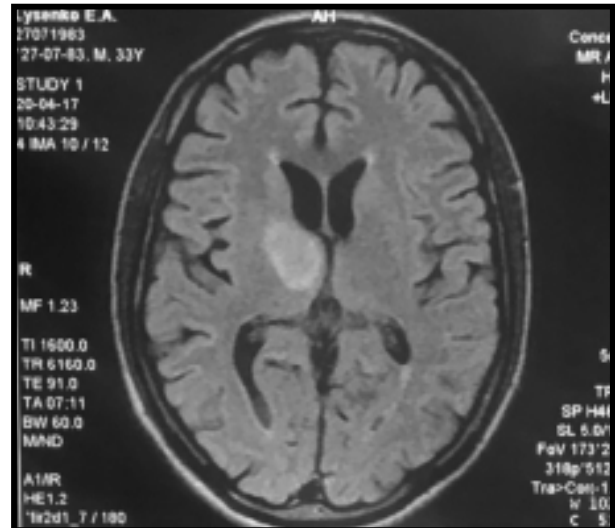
МРТ головного мозга больного Л. После 17 дней лечения бисептолом и азитромицином
